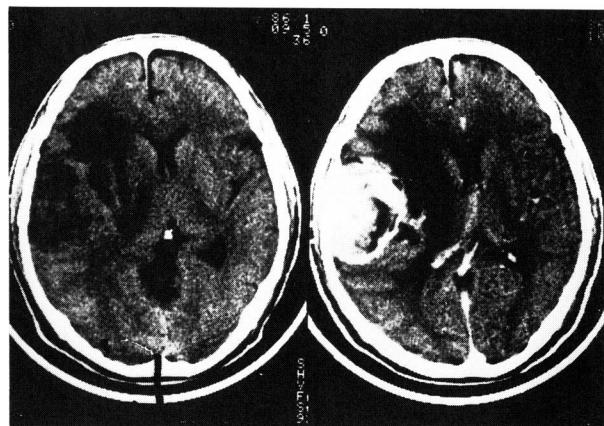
Pre-embolization CT (left-plain, right-enhanced) of left convexity meningioma. Note wide spread peritumoral LDA.
